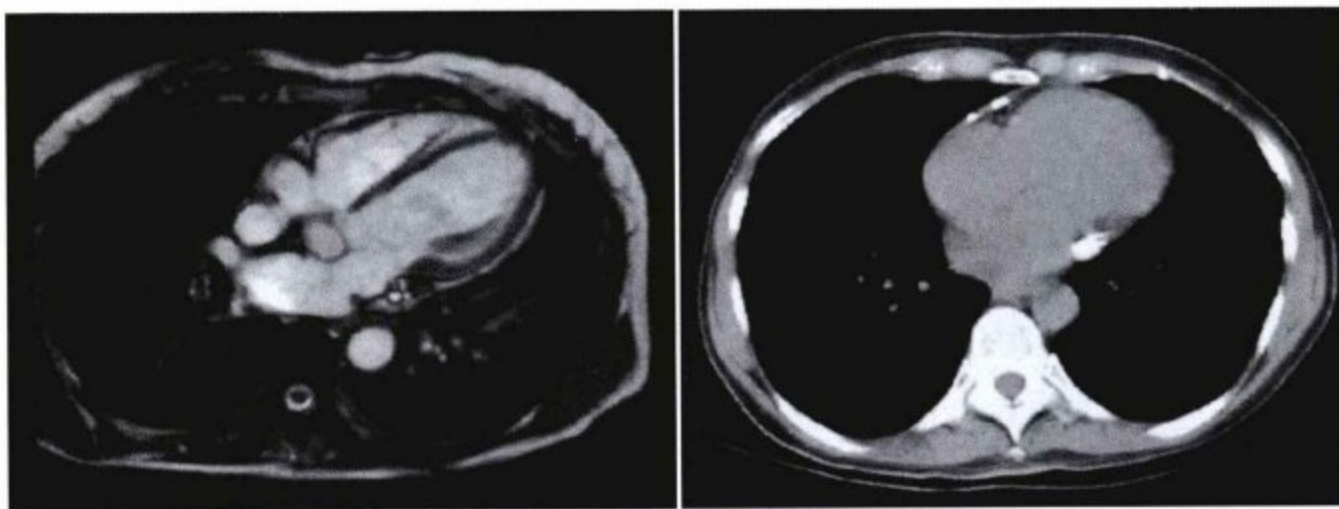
同一患者的CMR SSFP 图像和非增强CT 图像大致相似。房室沟处钙化在CMR 上不能显示, 而在CT 上显示清楚。
